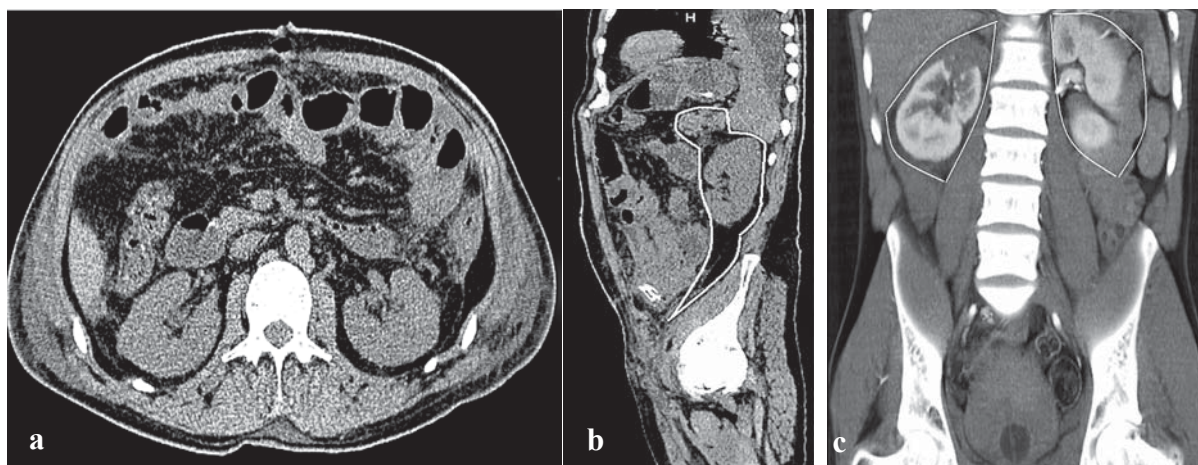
La secțiuni ale TC a abdomenului în plan: a) axial, b) sagital și c) frontal este evidențiat spațiul retroperitoneal.
